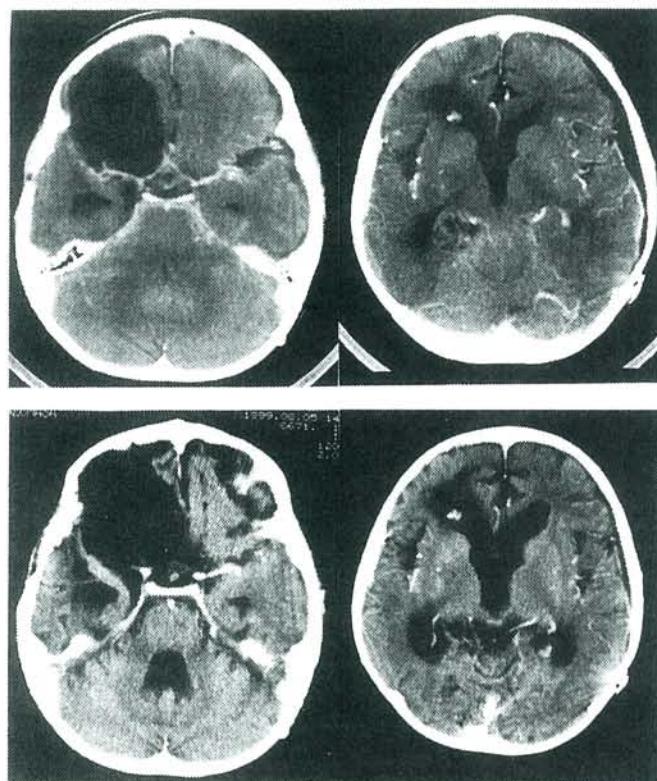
上段：全脳照射開始から 1 年後の意識障害出現時の頭部 CT scan
